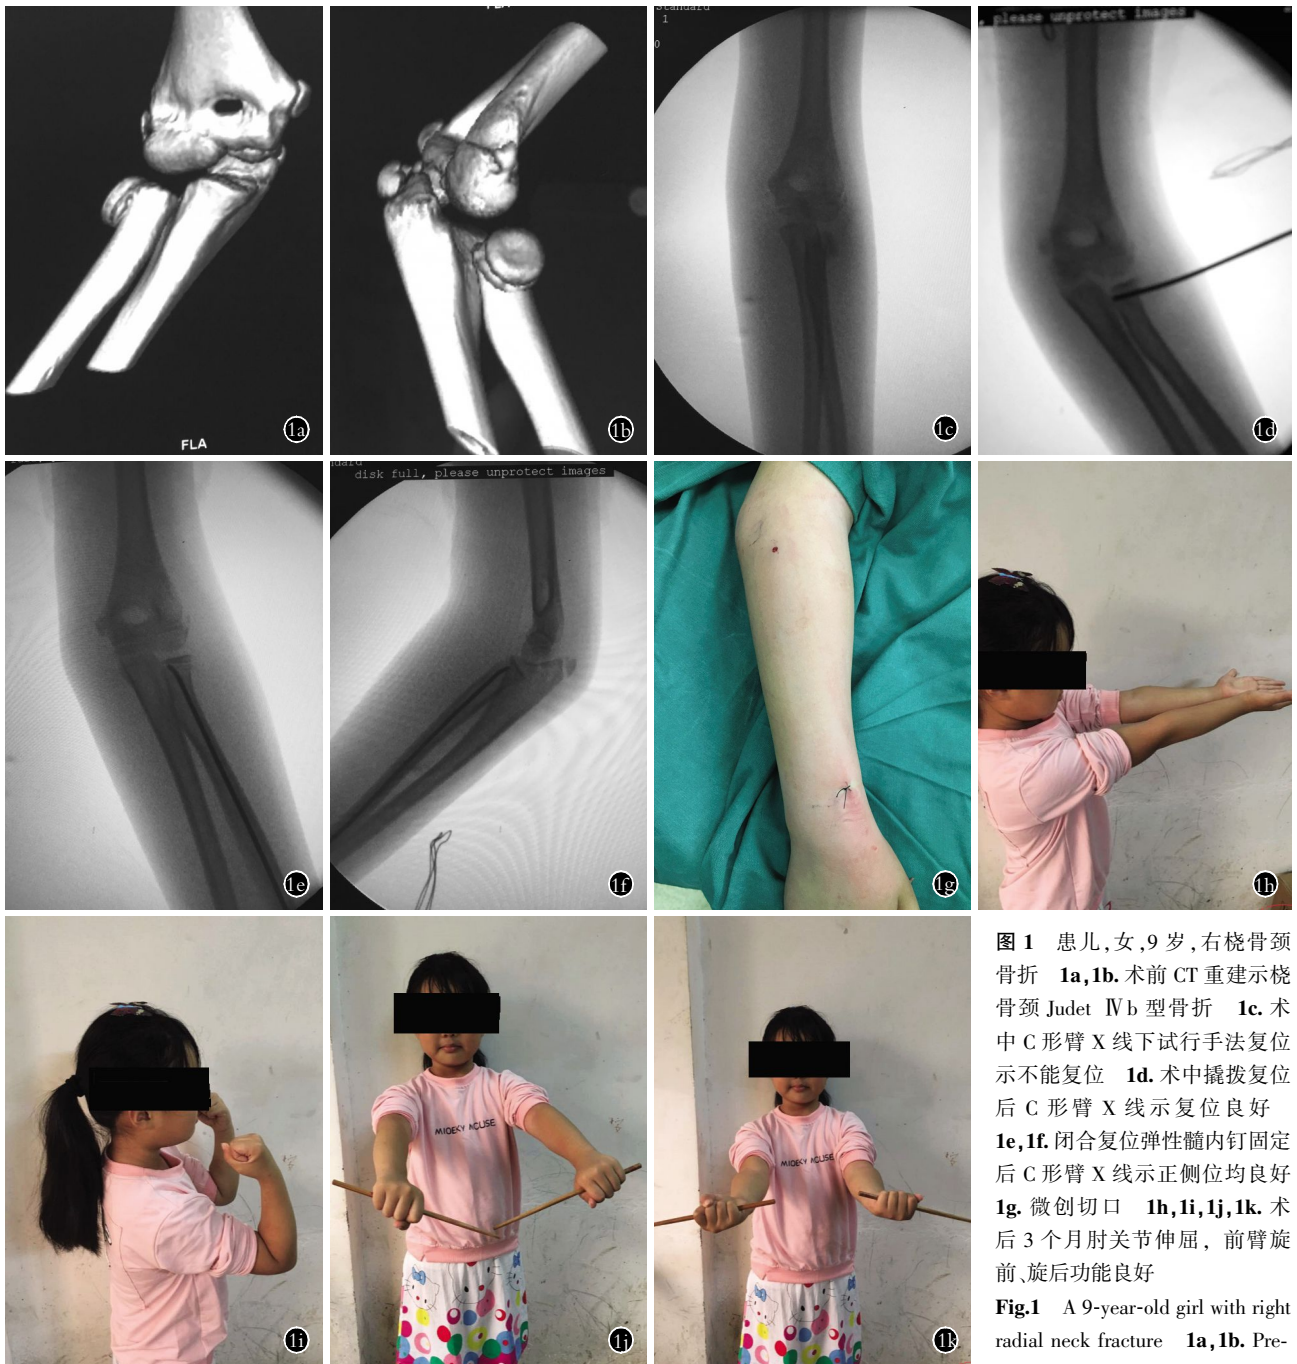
患儿,女,9 岁,右桡骨颈骨折 1a,1b.术前 CT 重建示桡骨颈 Judet IVb 型骨折 1c.术中 C 形臂 X 线下试行手法复位示不能复位 1d.术中撬拨复位后 C 形臂 X 线示复位良好 1e,1f.闭合复位弹性髓内钉固定后 C 形臂 X 线示正侧位均良好 1g.微创切口 1h,1i,1j,1k.术后 3 个月肘关节伸屈,前臂旋前、旋后功能良好
